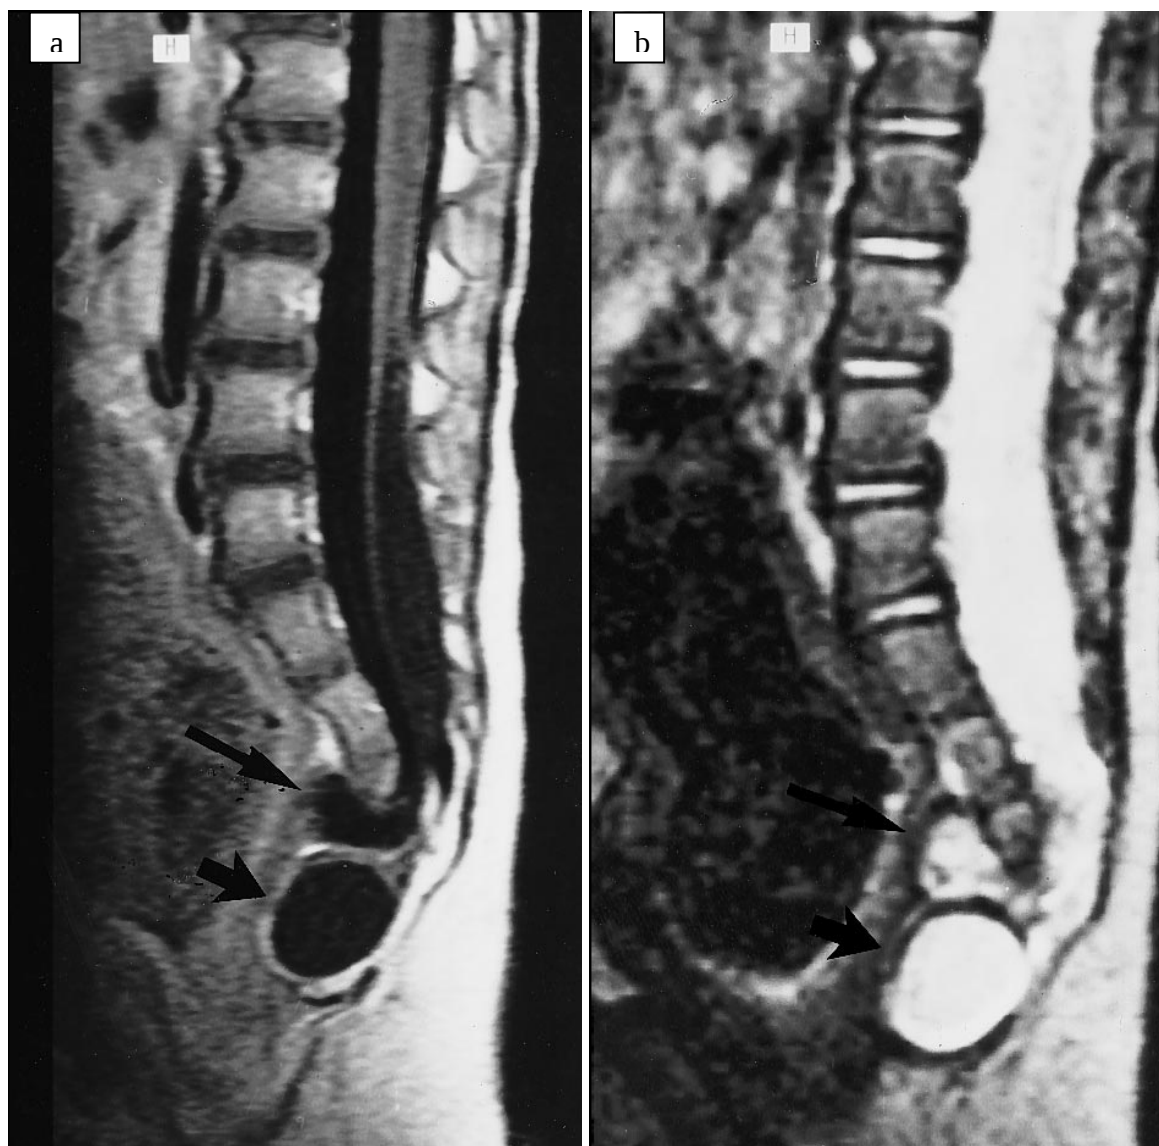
IRM médullaire, coupes sagittales, en séquences T1 [a] et en T2 [b] : méningocèle antérieure isodense au LCR (flèche fine) et masse pré-sacrée (flèche épaisse) / d'après Riebel et al., 1999 [37].
